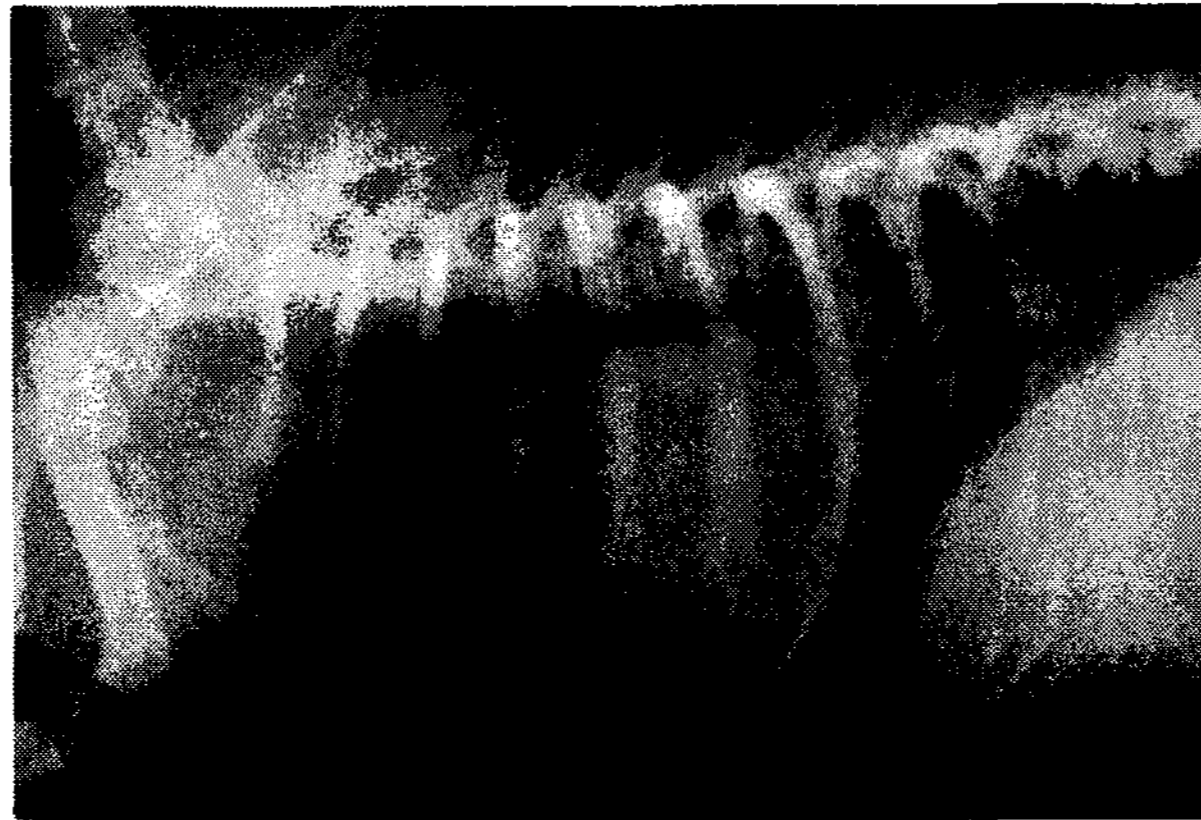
기침, 빈맥, 빈호흡, 운동불내성 등의 임상증상으로 내원한 10년령, 암컷 Shih-tzu의 흉부 외측상. 심장종대 및 후엽 등쪽 폐야 비투과성의 전반적인 향진이 관찰된다. 이 영상은 개의 흉부가 갖는 3차원적인 형태가 X선 필름이라고 하는 2차원적인 형태로 모든 내, 외부 구조가 한 면에 중복되어 나타나는 것이다.
